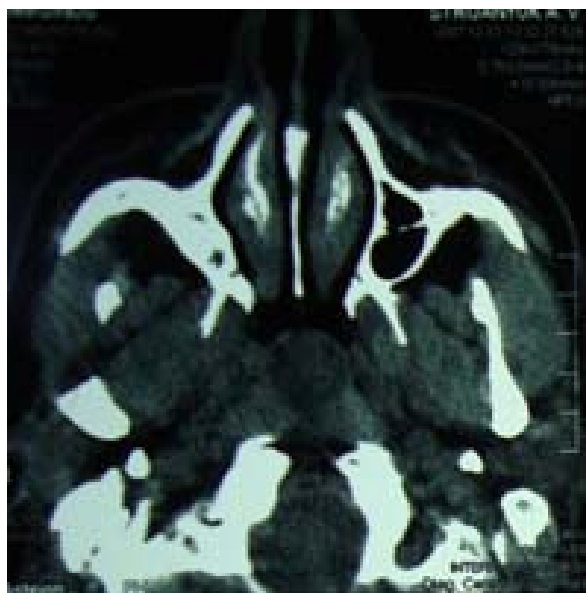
КТ кисты Торнвальда, аксиальная проекция
